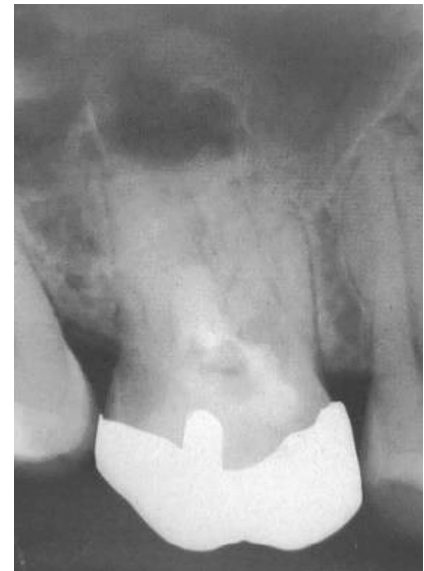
▲ Intraorale Röntgenausgangsaufnahme mit diffuser apikaler Aufhellung an Zahn 16. (Mit freundl. Genehmigung © M. Arnold, alle Rechte vorbehalten)
